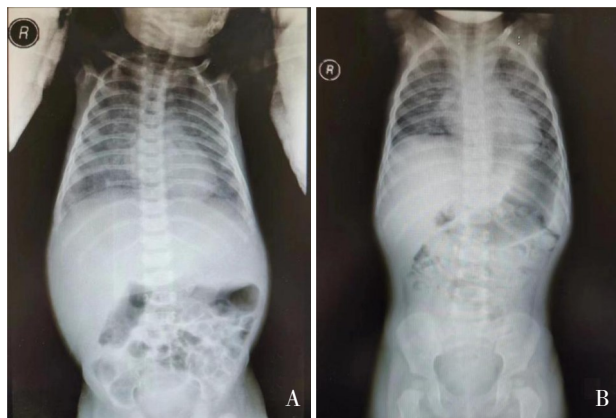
患儿胸部X线片表现 A: 4个月9 d, 双肺弥漫渗出影, 肝影饱满; B: 21个月19 d, 两肺透亮度减低, 可见弥漫斑片影。
